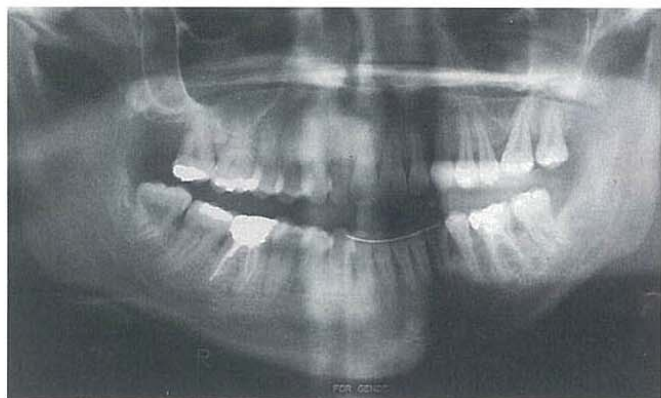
Ortopantomografía final (06/2001).
